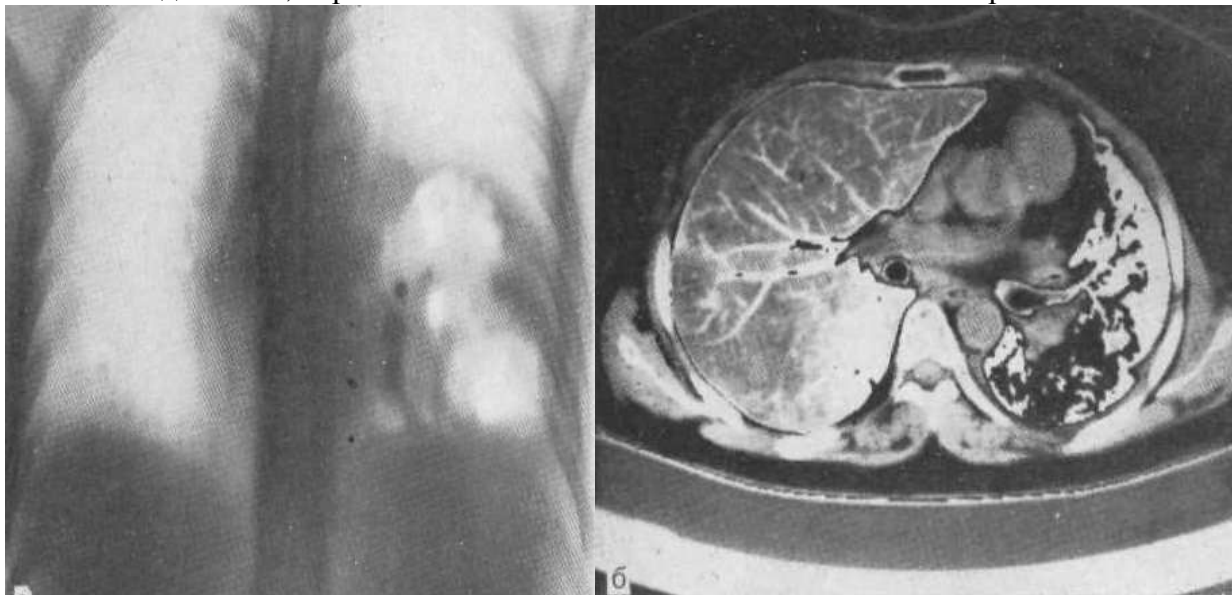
Томограма у прямій проекції (а). Злиті порожнини розпаду у нижній і язичковій долях лівій легені. Комп'ютерна томограма (б)
